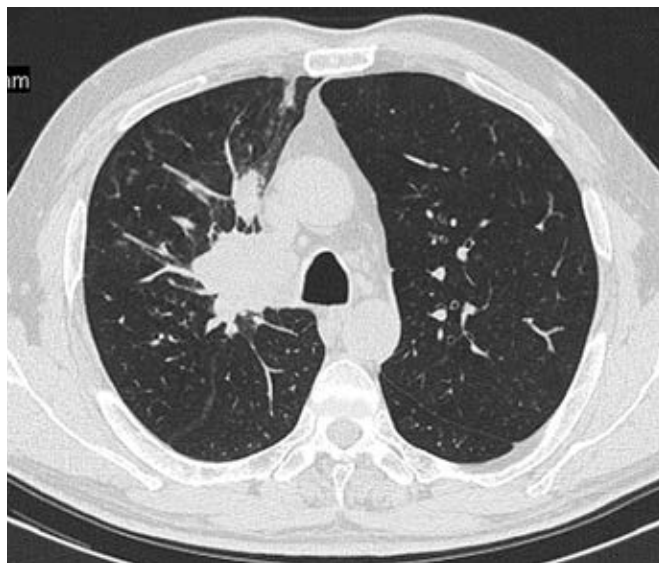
КТ; изображение при правосторонней ВЛА (легочный режим).
